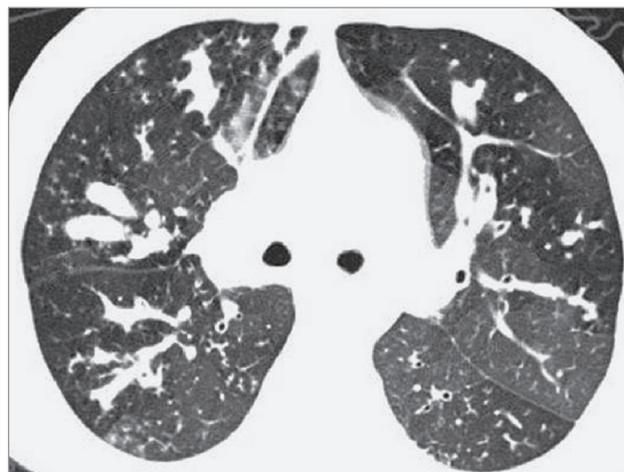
Аллергический бронхолегочный аспергиллез; центральные бронхоэктазы с признаками большого количества бронхиального содержимого (бронхиальный секрет), 2-сторонние участки уплотнения легочной ткани по типу «псевдоматового стекла», сочетающиеся с зонами обычной или пониженной плотности (симптом «мозаичной перфузии»). Компьютерная томография высокого разрешения
